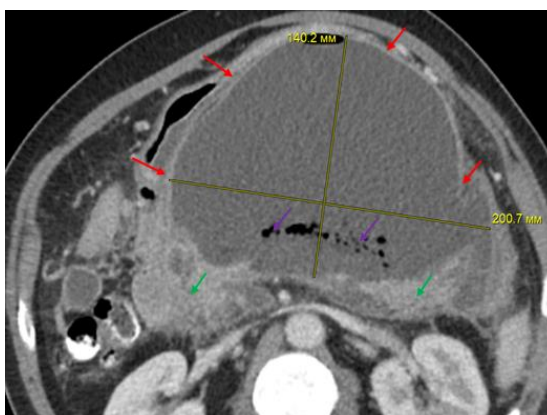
Компьютерная томограмма. Венозная фаза. 6 мес. от начала ОП. Полный дефект паренхимы области тела и частично хвоста ПЖ, замещенный ПК (красные стрелки) с признаками инфицирования (фиолетовые стрелки). Жизнеспособная паренхима (зеленые стрелки)
